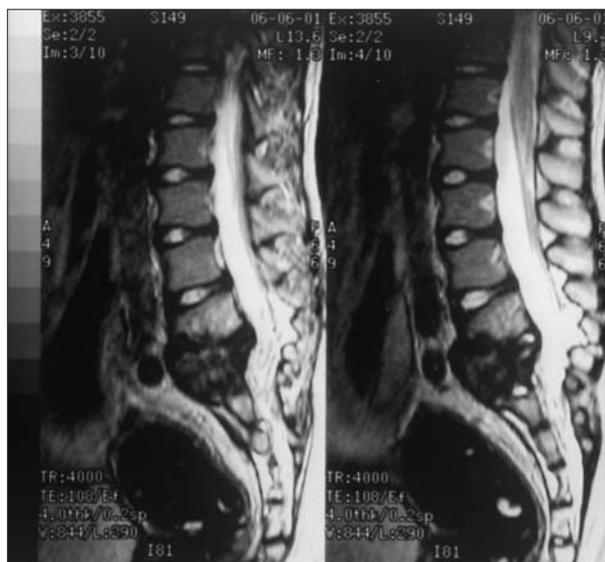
RM de columna lumbosacra (proyección lateral). Destrucción de cuerpos vertebrales L5-S1, fusión L3-L4 y afectación de partes blandas.
